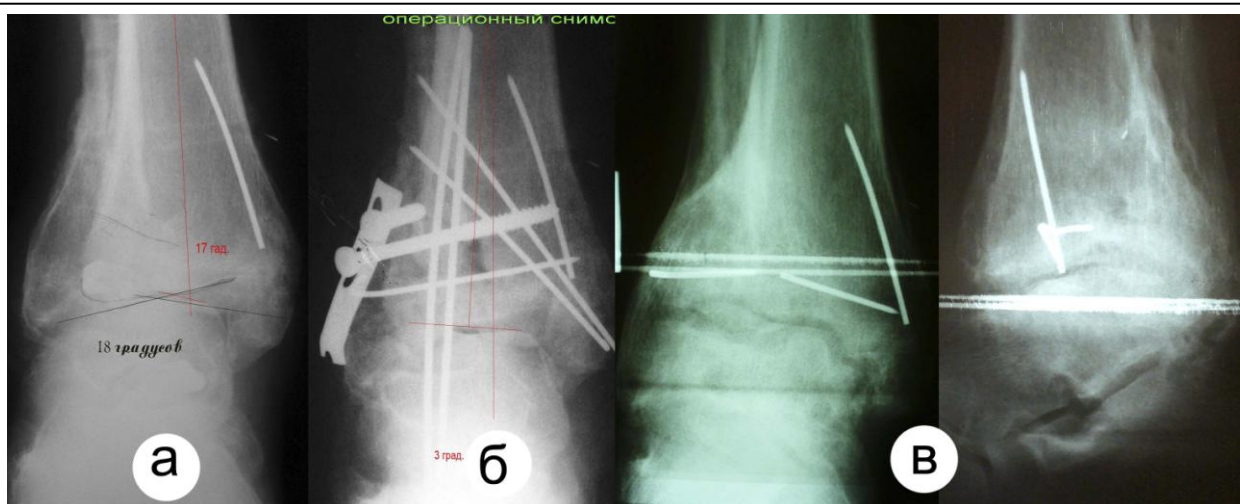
Рентгенограммы больного Т., 35 г. (и.б. № 22696). а) через 9 мес. после травмы - угол импрессионного дефекта 19 град.; б) день корригирующей операции через 9 мес. с момента травмы - коррекция на 16 град.; в) через 3 года после корригирующей операции и через 4 года после
